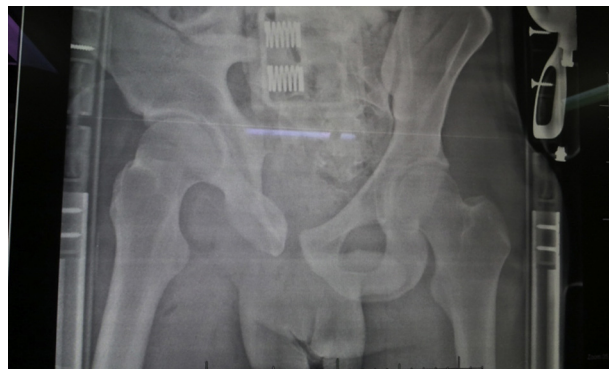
Radiografía donde se observa diástasis púbica.
